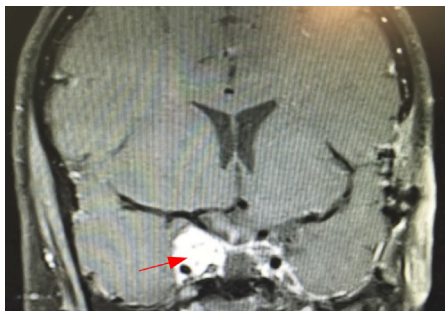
Corte coronal de RM em T1 com gadolínio revelando componente intracavernoso residual da ressecção do cordoma (seta).
